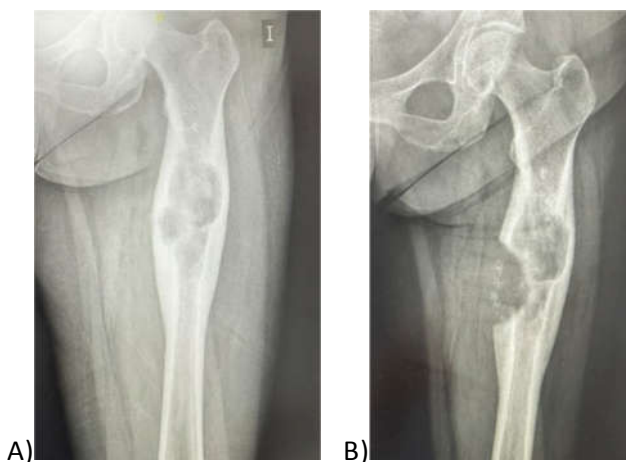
A) Radiografía simple de fémur de la paciente en su primera visita, 2 meses antes de la cirugía. B) Radiografía simple de fémur de la paciente, 5 días antes de la cirugía.
